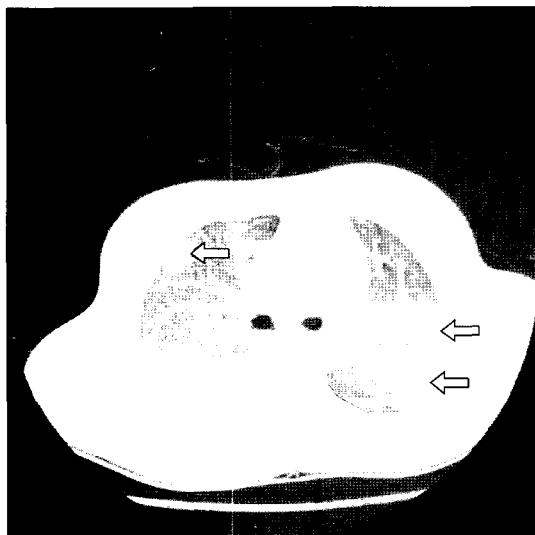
Chest CT scan reveals multiple septic emboli in both lung fields (arrows).
